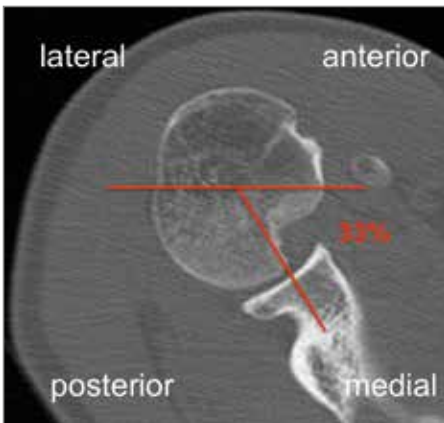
Präoperatives CT (reverser Hill-Sachs-Defekt)
